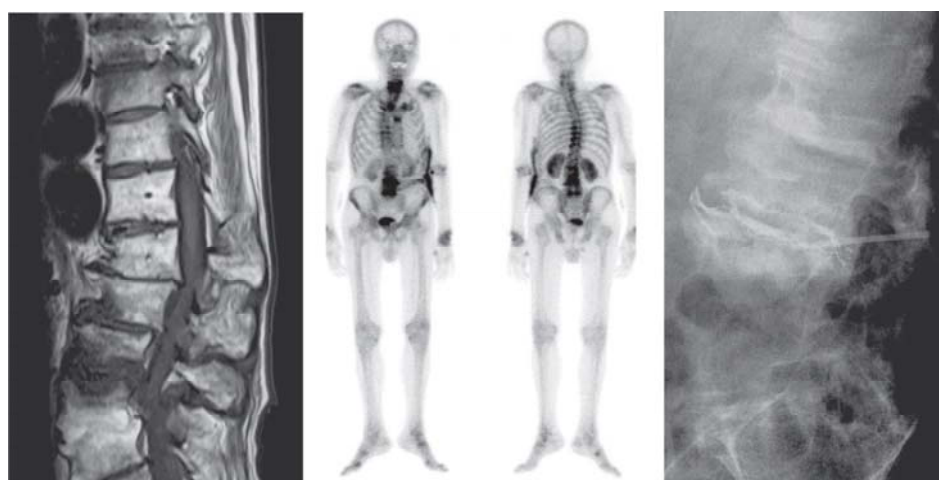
整形外科受診時のMRI像T1、T2強調画像で、下位腰椎の椎間板が白く描出されている（左）。ガリウムシンチグラフィ。下位腰椎周辺に集積がある（中）。椎間板穿刺時の造影X線検査所見。椎間板に針が挿入されている（右）。
